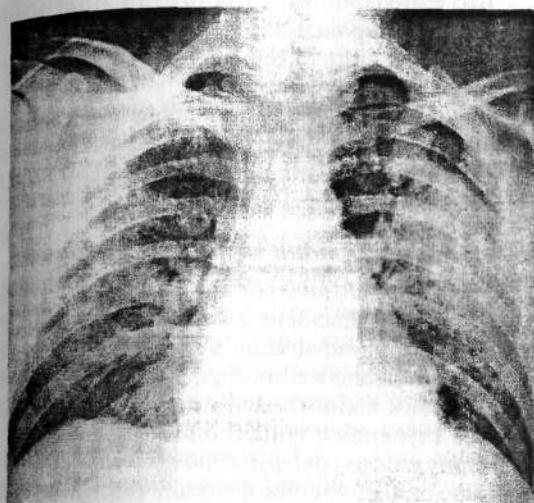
Рентгенограма грудної клітки в передньозадній проекції при кардіогенному альвеолярному набряку легенів.
